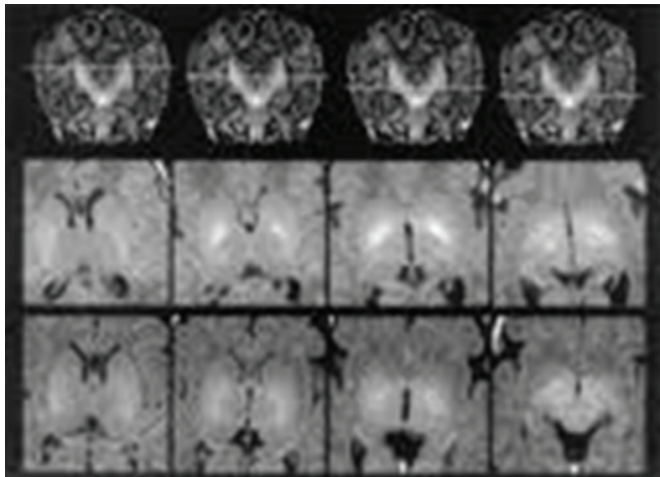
Ressonância magnética do paciente, que não identificou alterações sugestivas de kernicterus
